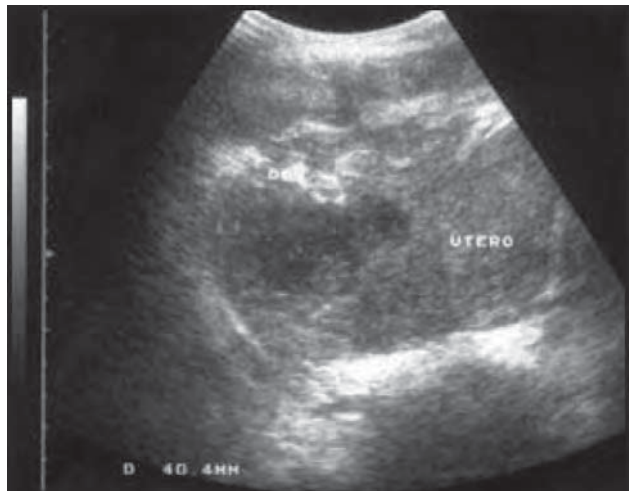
/14.- Ecografía pélvica. Absceso uterino poscesárea.
